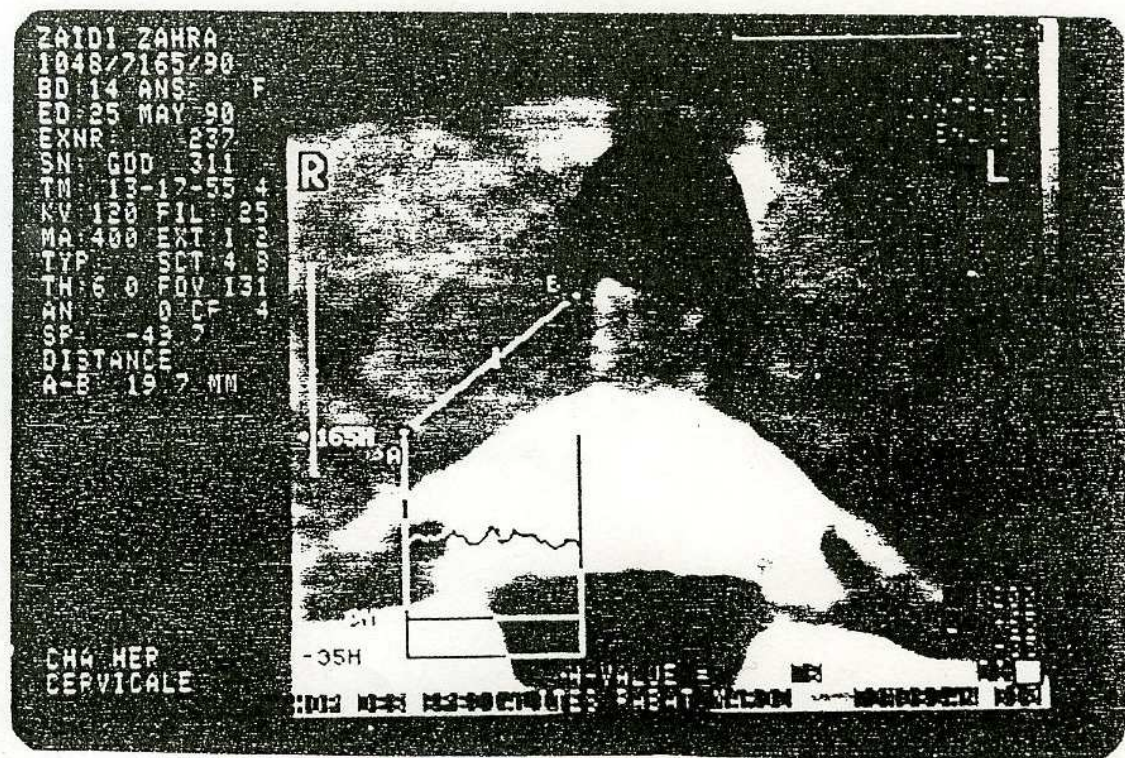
TDM cervicale fort grossissement.
